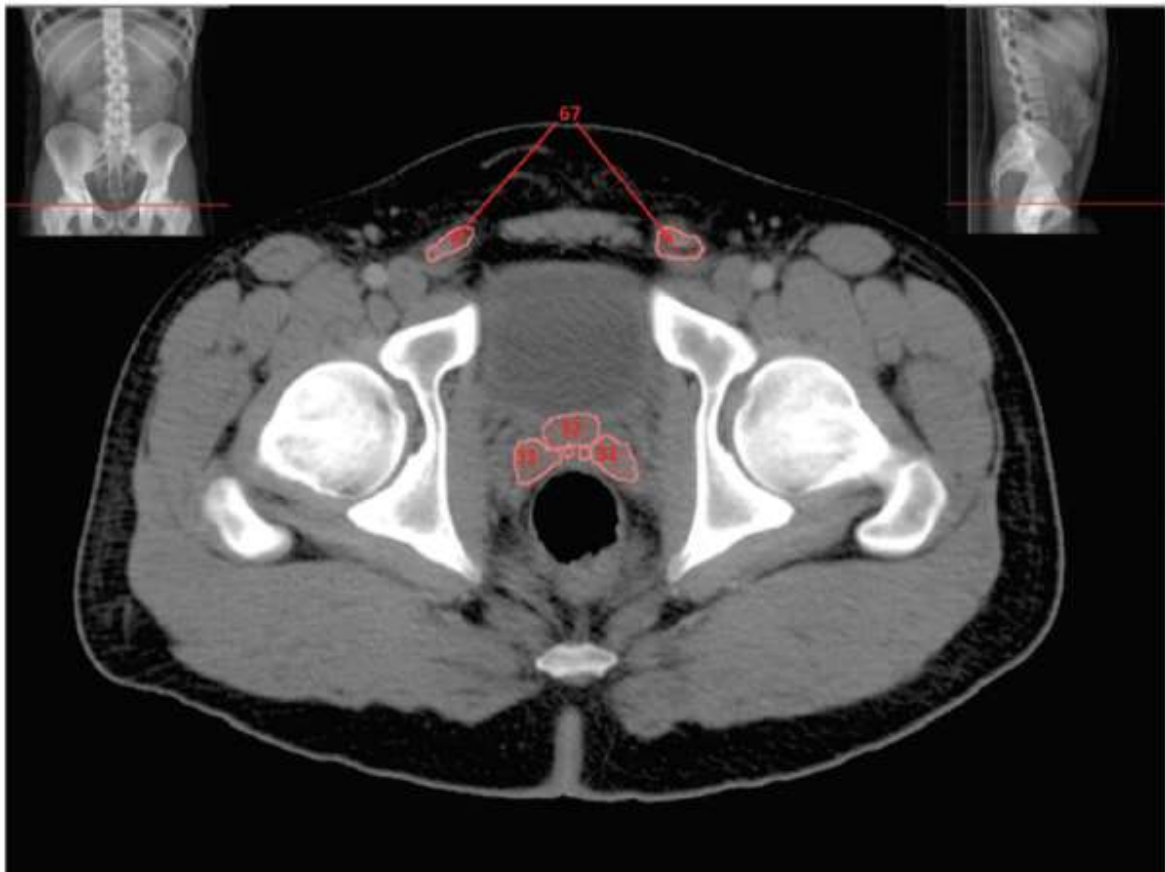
Visualização de corte axial de TC do par de VS (31) localizadas entre a base da bexiga e o reto (Bridge & Tipper, 2017)
